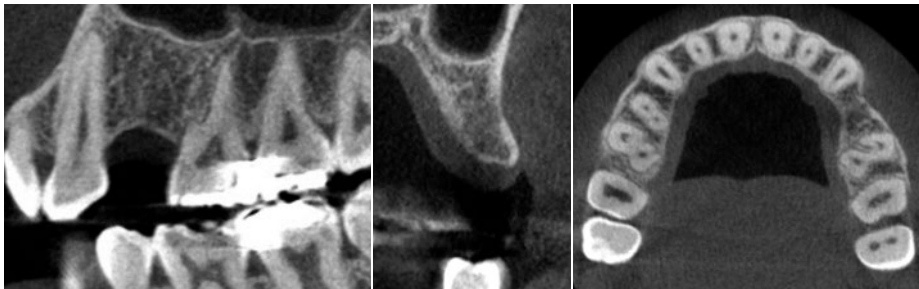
術前の CT 像 (左 : 矢状断、中央 : 4 部冠状断、右 : 水平断)。
